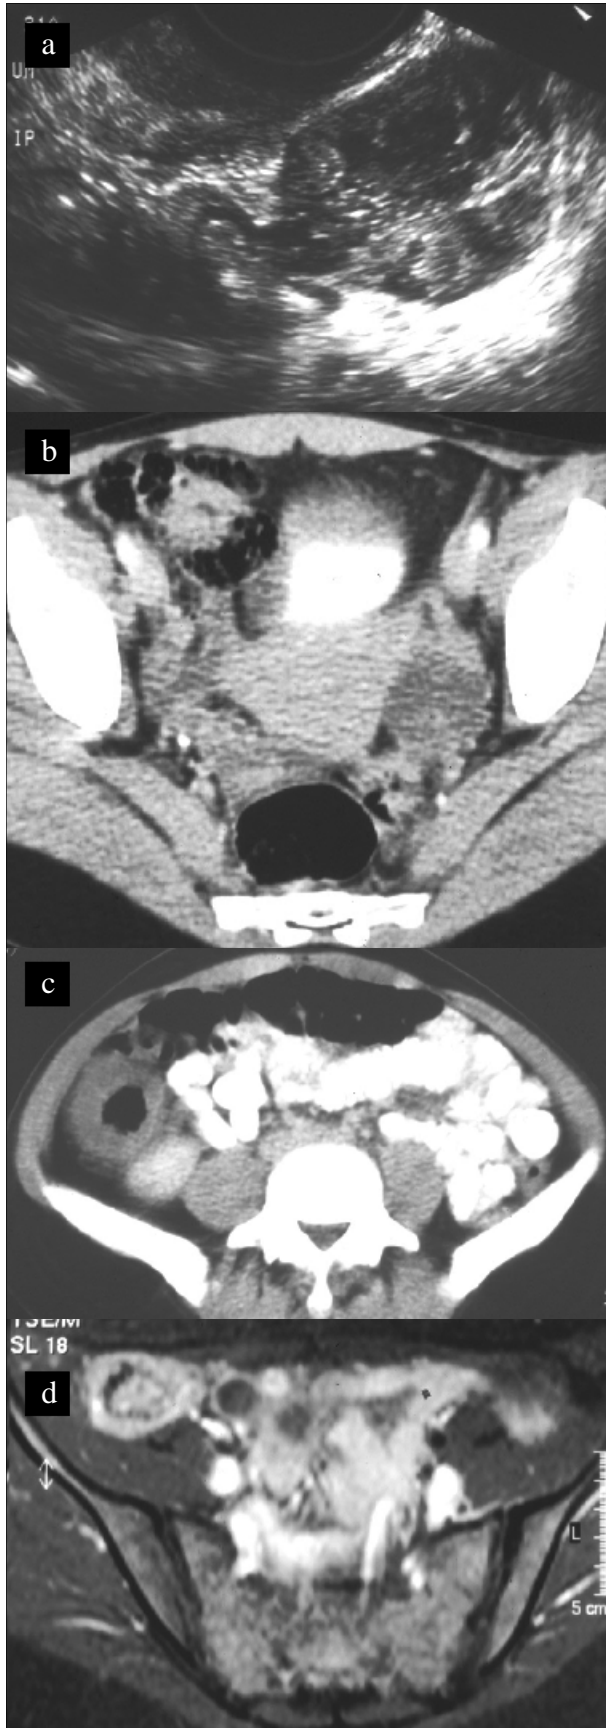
Metástase no ovário esquerdo de tumor do cólon ascendente a) ecografia; b) e c) TC; d) RMN axial T1 Gd fat-sat.
